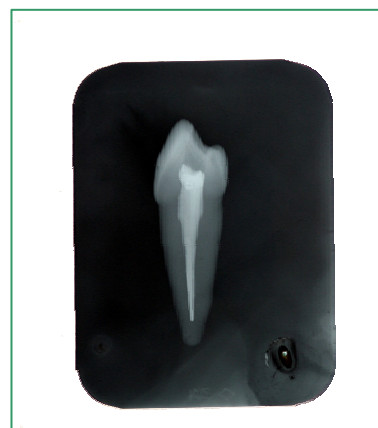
Radiografia periapical para verificação da qualidade da obturação endodôntica.
